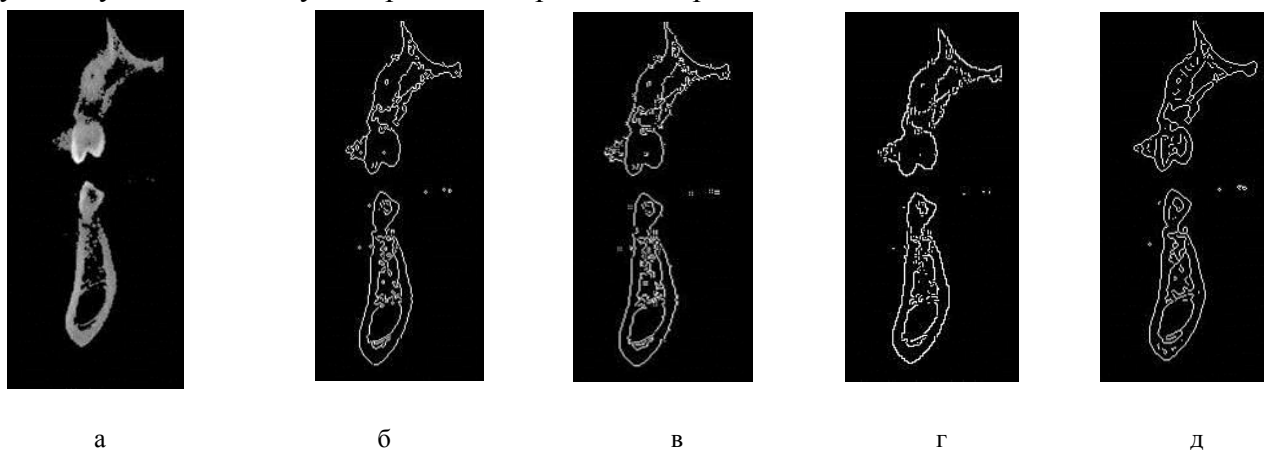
Применение различных фильтров с целью определения границ костных структур среза компьютерной томографии (а): б – фильтр Собеля; в – фильтр Превитта; г – фильтр Робертса; д – фильтр Канни
